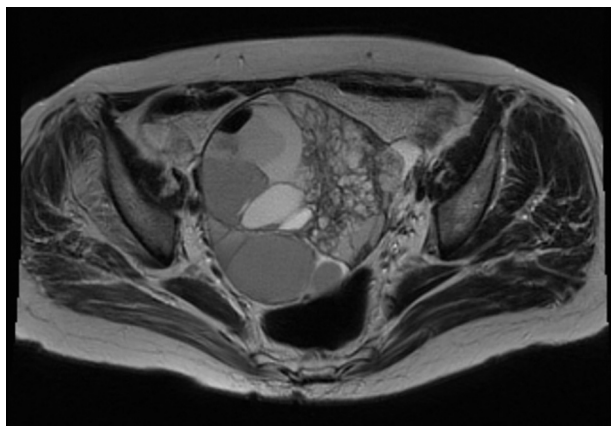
Resonancia magnética que muestra la masa pélvica compleja.
